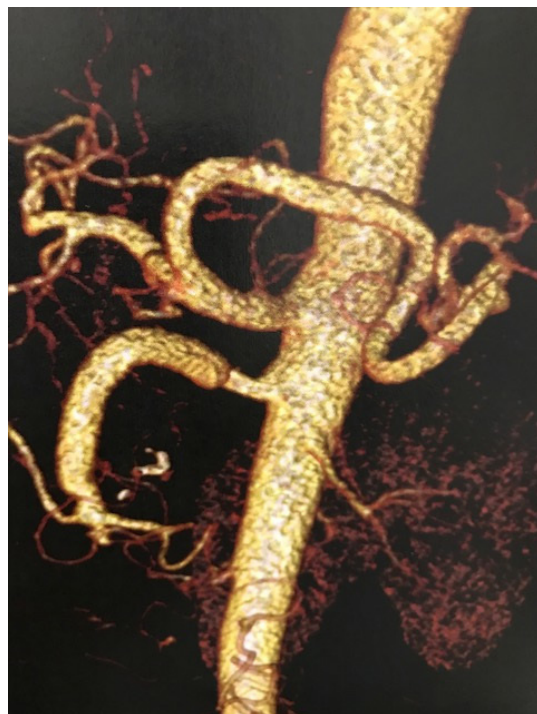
Angiotomografia de controle pós-operatório evidenciando perviedade da artéria mesentérica superior, com prótese artificial.
